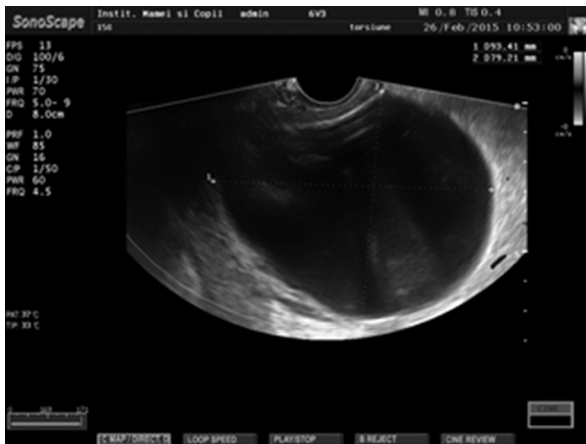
USG transvaginală: chist paraovarian (93x79 mm)
